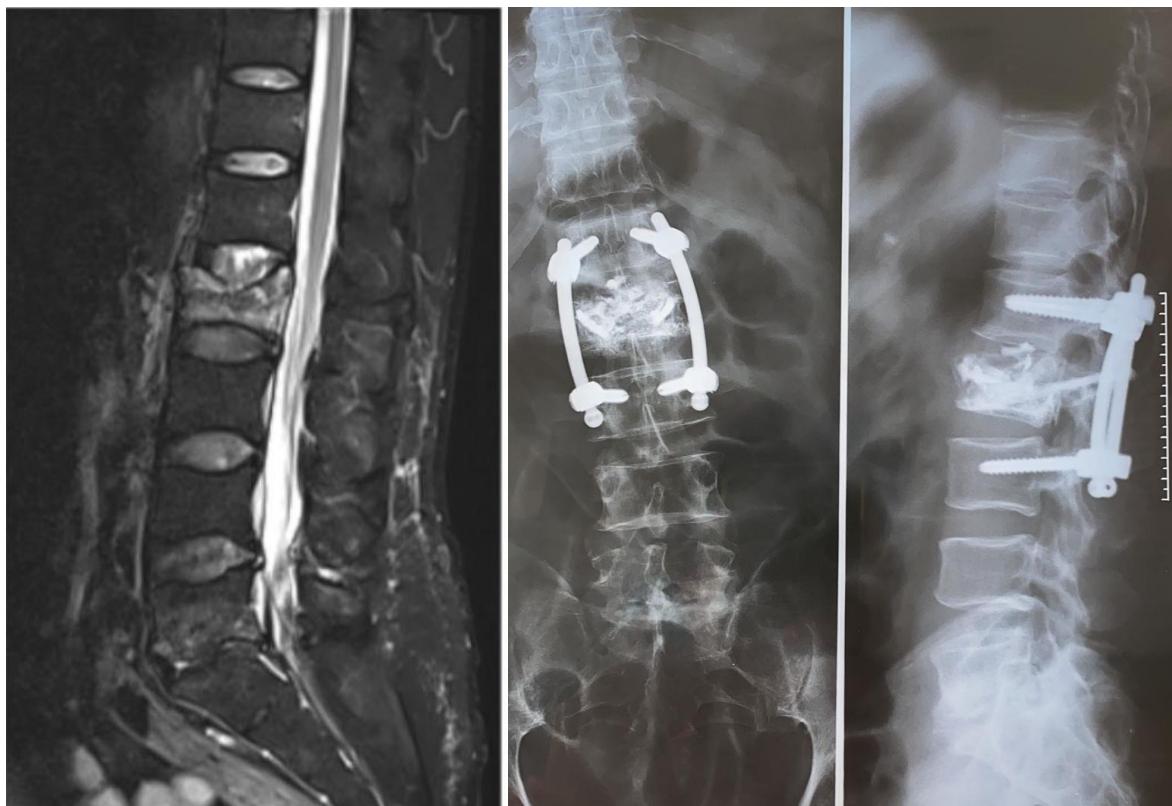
A gauche : IRM lombaire en séquence STIR montrant un tassement du plateau supérieur de L2, sans œdème du spongieux vertébral avec discret recul du mur postérieur.
